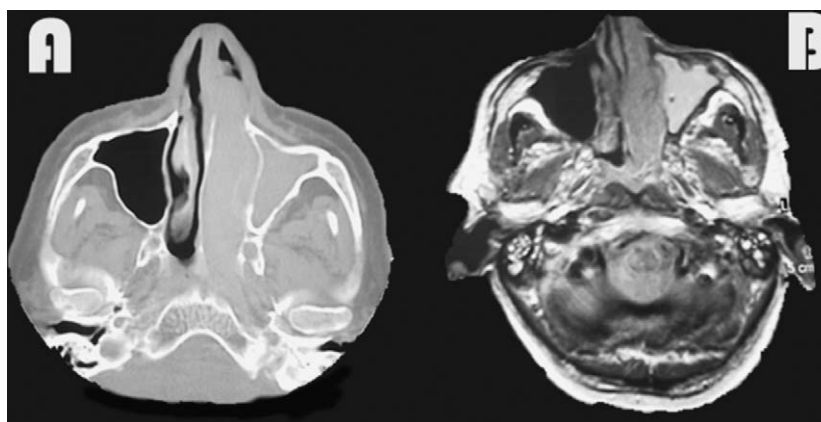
TAC y RNM en un paciente con papiloma invertido en fosa nasal izquierda. A) TAC corte axial tumor fosa nasal izquierda y ocupación seno maxilar. B) RNM cortes axiales en secuencia T1 de una paciente con papiloma invertido en la que se aprecia ocupación de la fosa nasal izquierda que se diferencia de las secreciones retenidas en el seno maxilar izquierdo.
